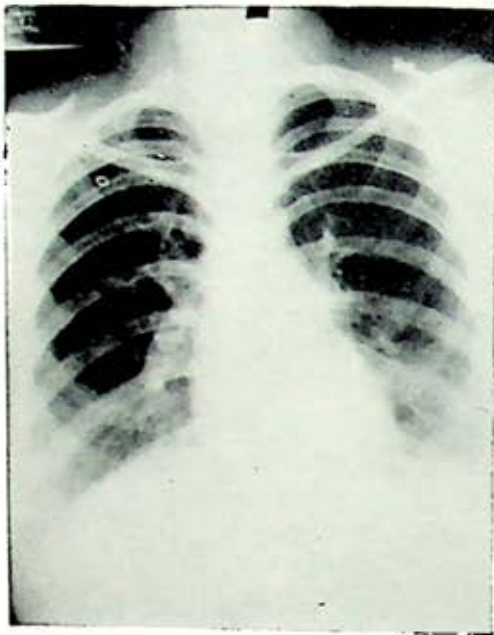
Caso 1.—Telerradiografía P. A. de tórax revelando hiperclaridad de los dos tercios supero-externos del campo pulmonar derecho.
